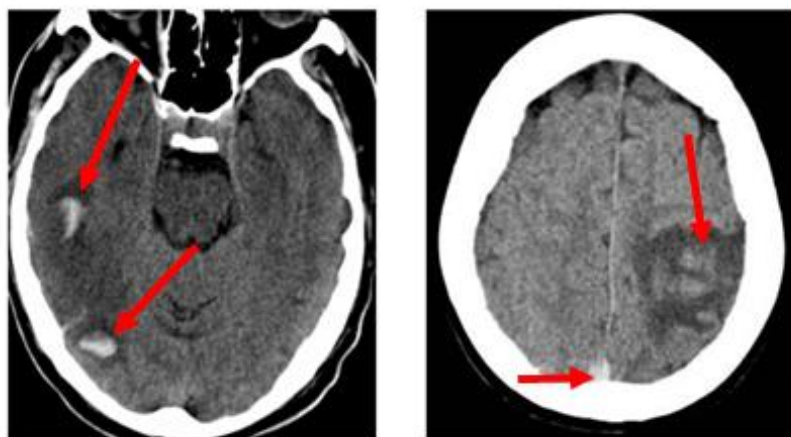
TDM cérébrale coupes axiales ; Formes hémorragiques des TVC
